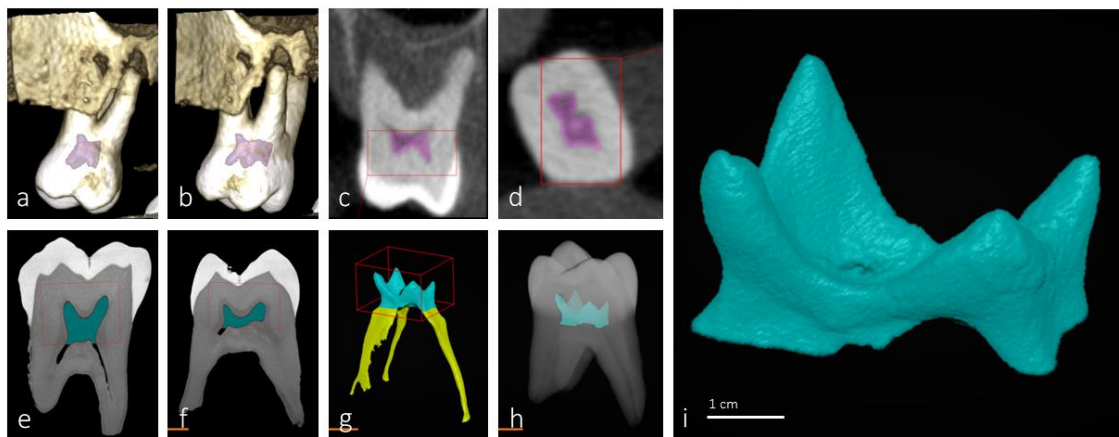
Imágenes CB-CT y micro-CT del molar identificado como muestra 2 (correspondiente a una mujer de 62 años). Reconstrucción 3D en CB-CT (a,b) e imágenes sagitales (c) y axiales (d). Imágenes sagitales en micro-TC (e,f) y reconstrucciones pulpares (g,h). i corresponde a h aislada y ampliada.
